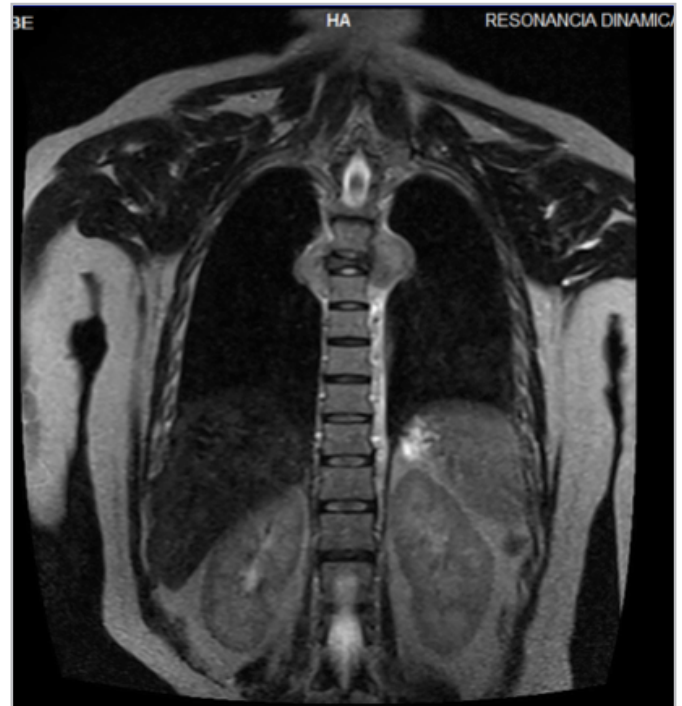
Resonancia magnética de columna dorsal en secuencia T2 corte coronal que muestra lesión ósea blástica en T5 que afecta cuerpo vertebral, pedículo, apófisis transversa y unión costo vertebral derecha condicionando disminución del diámetro intervertebral.
